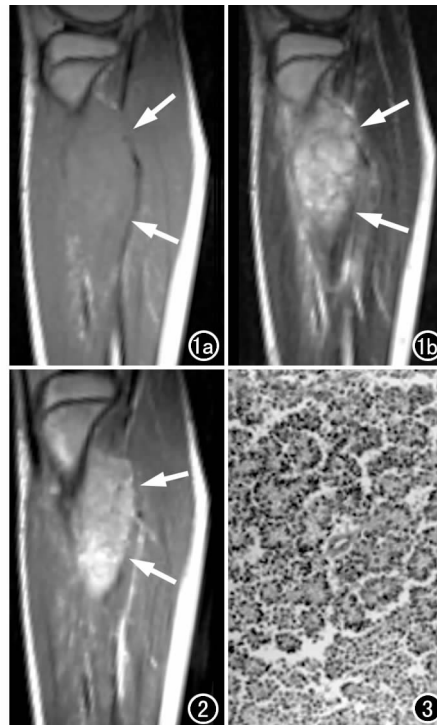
MRI平扫示右侧胫骨上段后外方梭形肿块(箭),边界清楚。a) T₁WI以等信号为主;b) T₂WI主要呈高信号。
